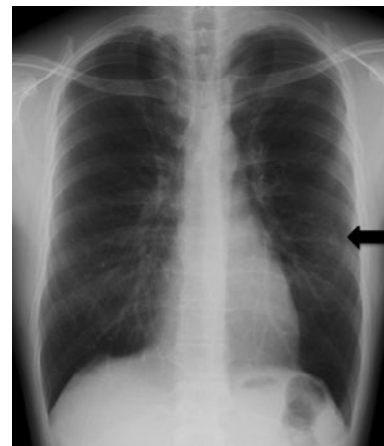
入院時の胸部X線写真．左中肺野に結節影を認める．
